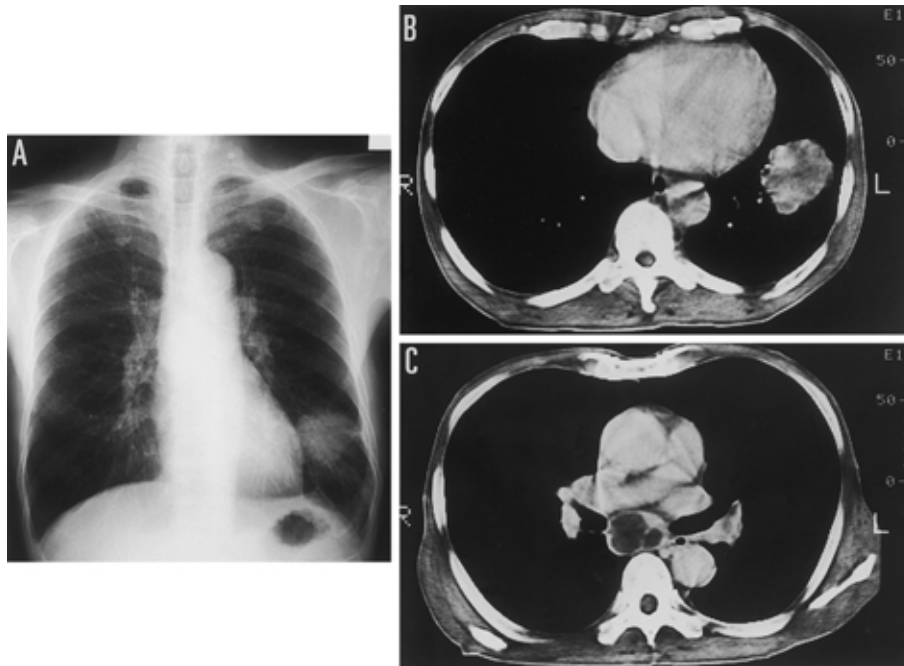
(A) Chest X-ray on admission shows mass shadow in the left lower lung field. (B, C) Chest CT image on admission show heterogeneous mass and subcarinal lymph-node swelling
